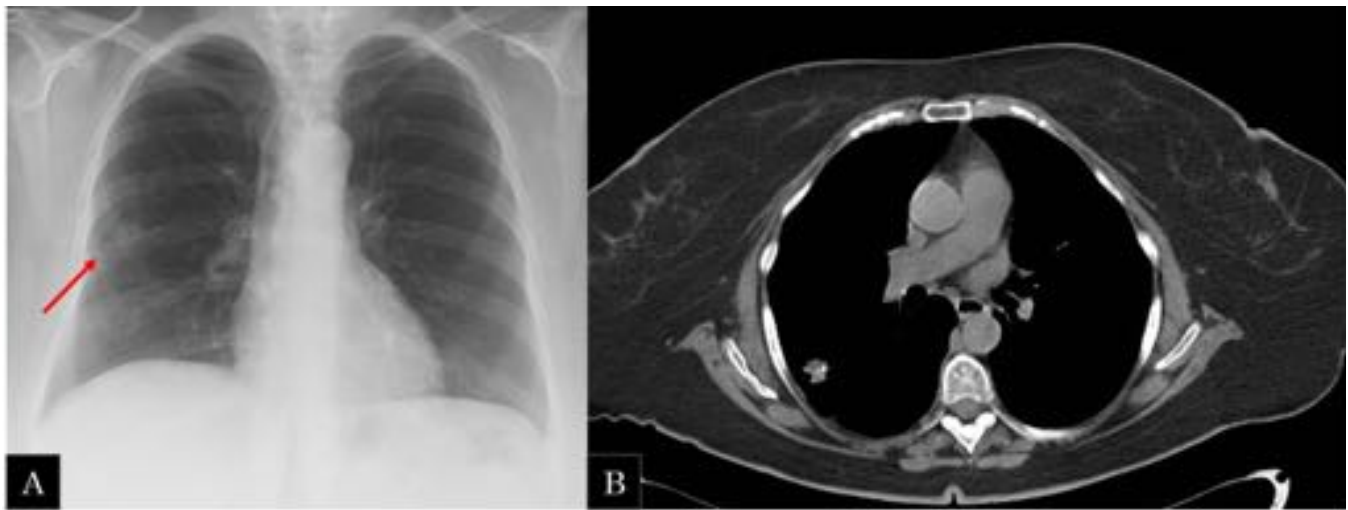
Mujer de 62 años A) radiografía de tórax PA: se identifica un aumento de densidad de contornos mas menos bien definidos en el campo pulmonar medio derecho. B) TC corte axial de tórax: en el LID se identifica un nódulo con densidad heterogénea, identificando calcificaciones puntiformes en su interior. La paciente fue sometida a extirpación quirúrgica del nódulo, confirmando el diagnostico de hidatidosis pulmonar.
